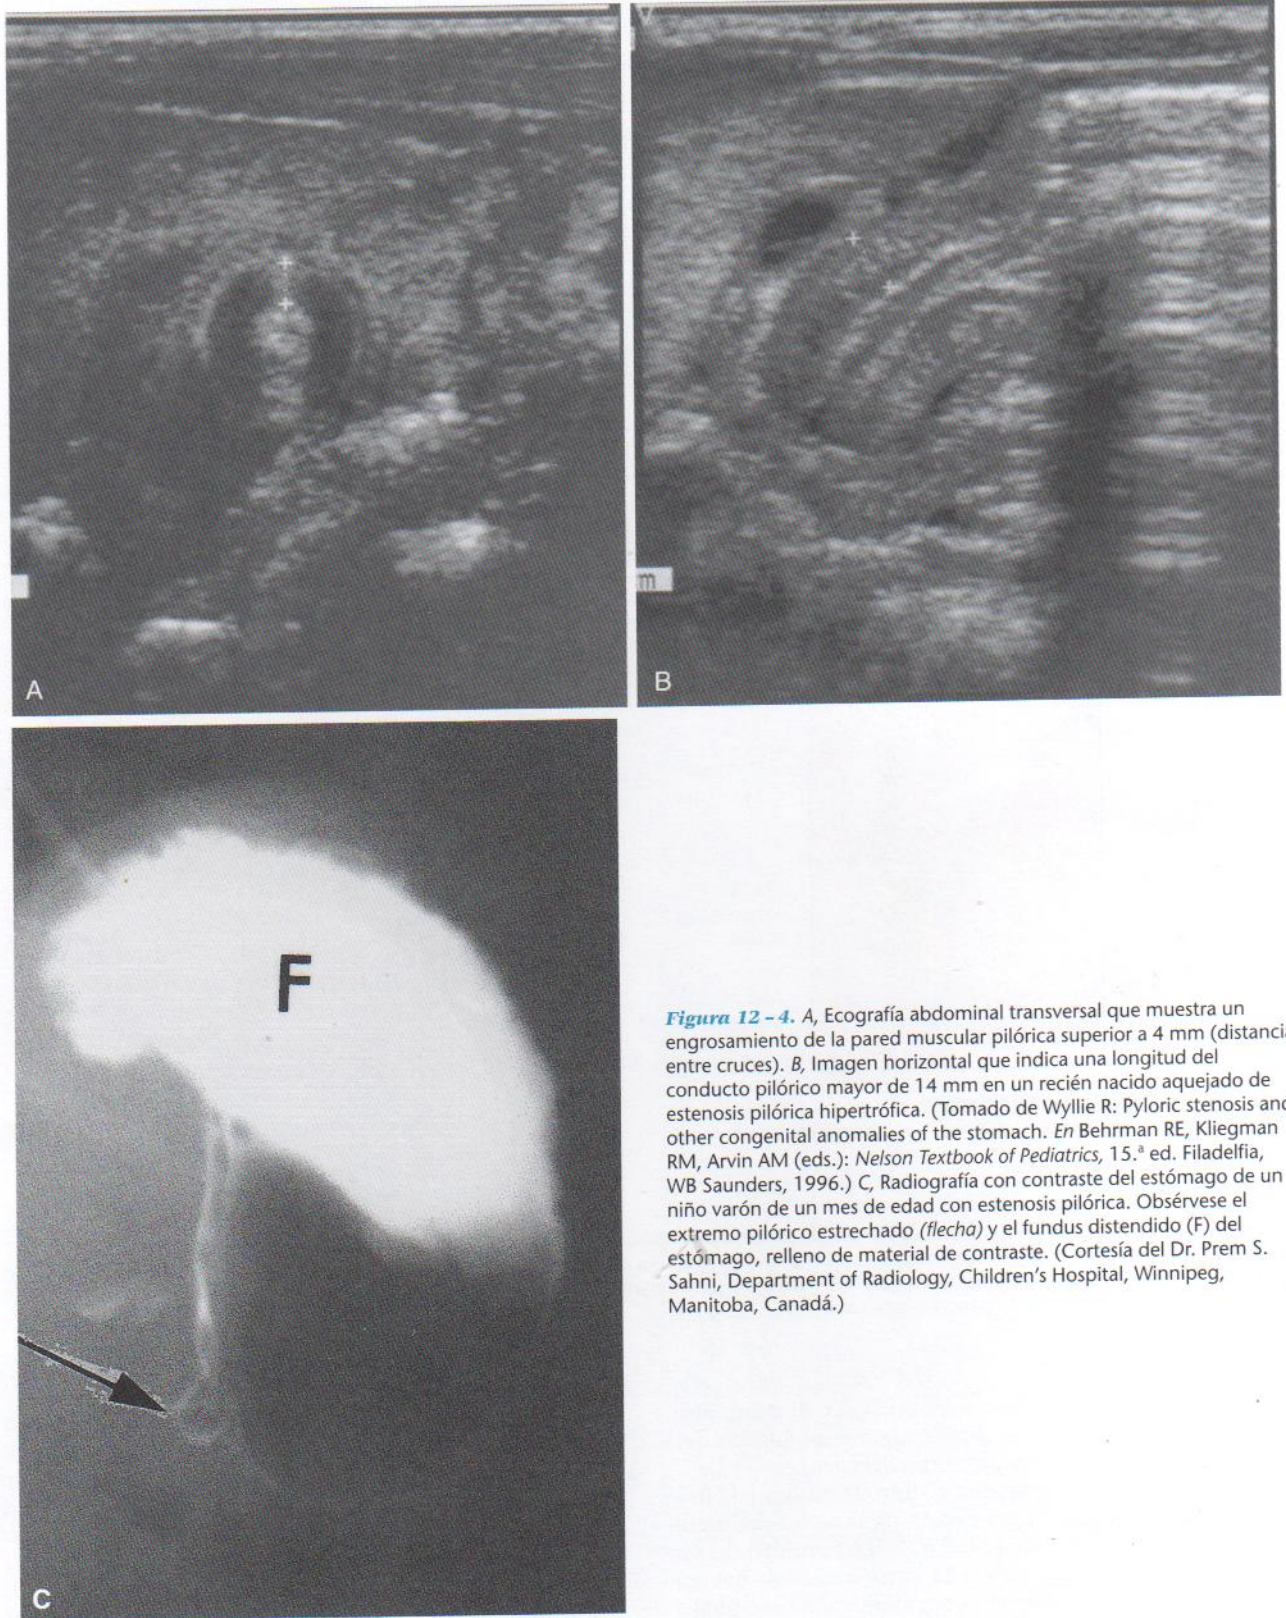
A, Ecografía abdominal transversal que muestra un engrosamiento de la pared muscular pilórica superior a 4 mm (distancia entre cruces). B, Imagen horizontal que indica una longitud del conducto pilórico mayor de 14 mm en un recién nacido aquejado de estenosis pilórica hipertrófica. (Tomado de Wyllie R: Pyloric stenosis and other congenital anomalies of the stomach. En Behrman RE, Kliegman RM, Arvin AM (eds.): *Nelson Textbook of Pediatrics*, 15.ª ed. Filadelfia, WB Saunders, 1996.) C, Radiografía con contraste del estómago de un niño varón de un mes de edad con estenosis pilórica. Obsérvese el extremo pilórico estrechado (*flecha*) y el fundus distendido (F) del estómago, relleno de material de contraste. (Cortesía del Dr. Prem S. Sahni, Department of Radiology, Children's Hospital, Winnipeg, Manitoba, Canadá.)
